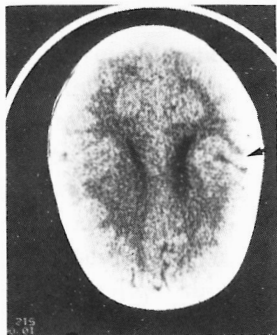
TAC cerebral. Espessamento cortical na região sílvica direita com fenda esquizencefálica fechada.
